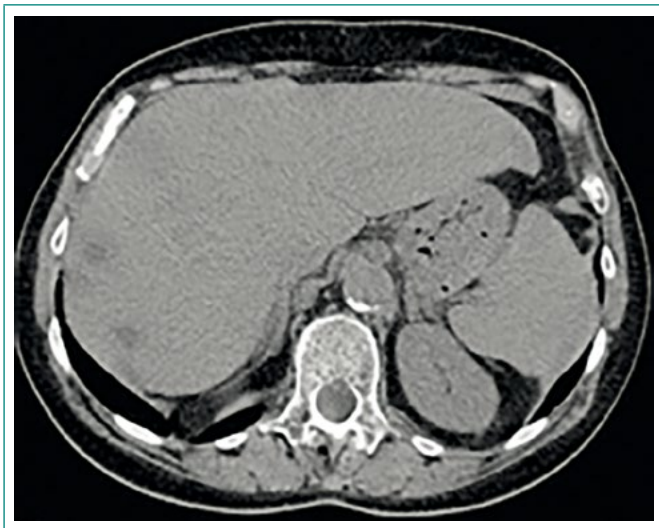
TC de abdomen. Nódulos hepáticos
